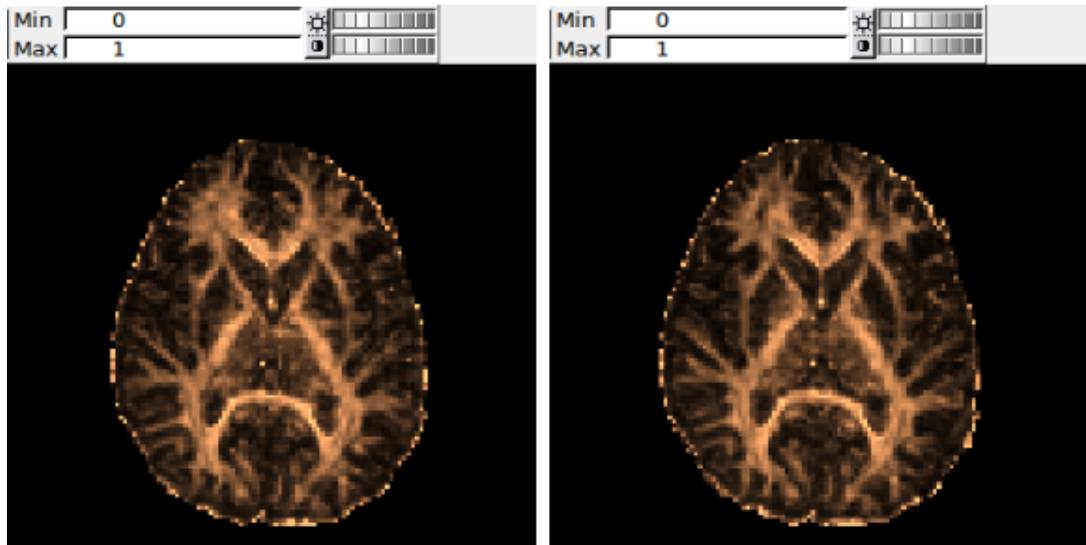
Imagen de la Fracción de anisotropía en el sujeto 2 en su primera (izquierda) y su segunda (derecha) resonancia magnética
